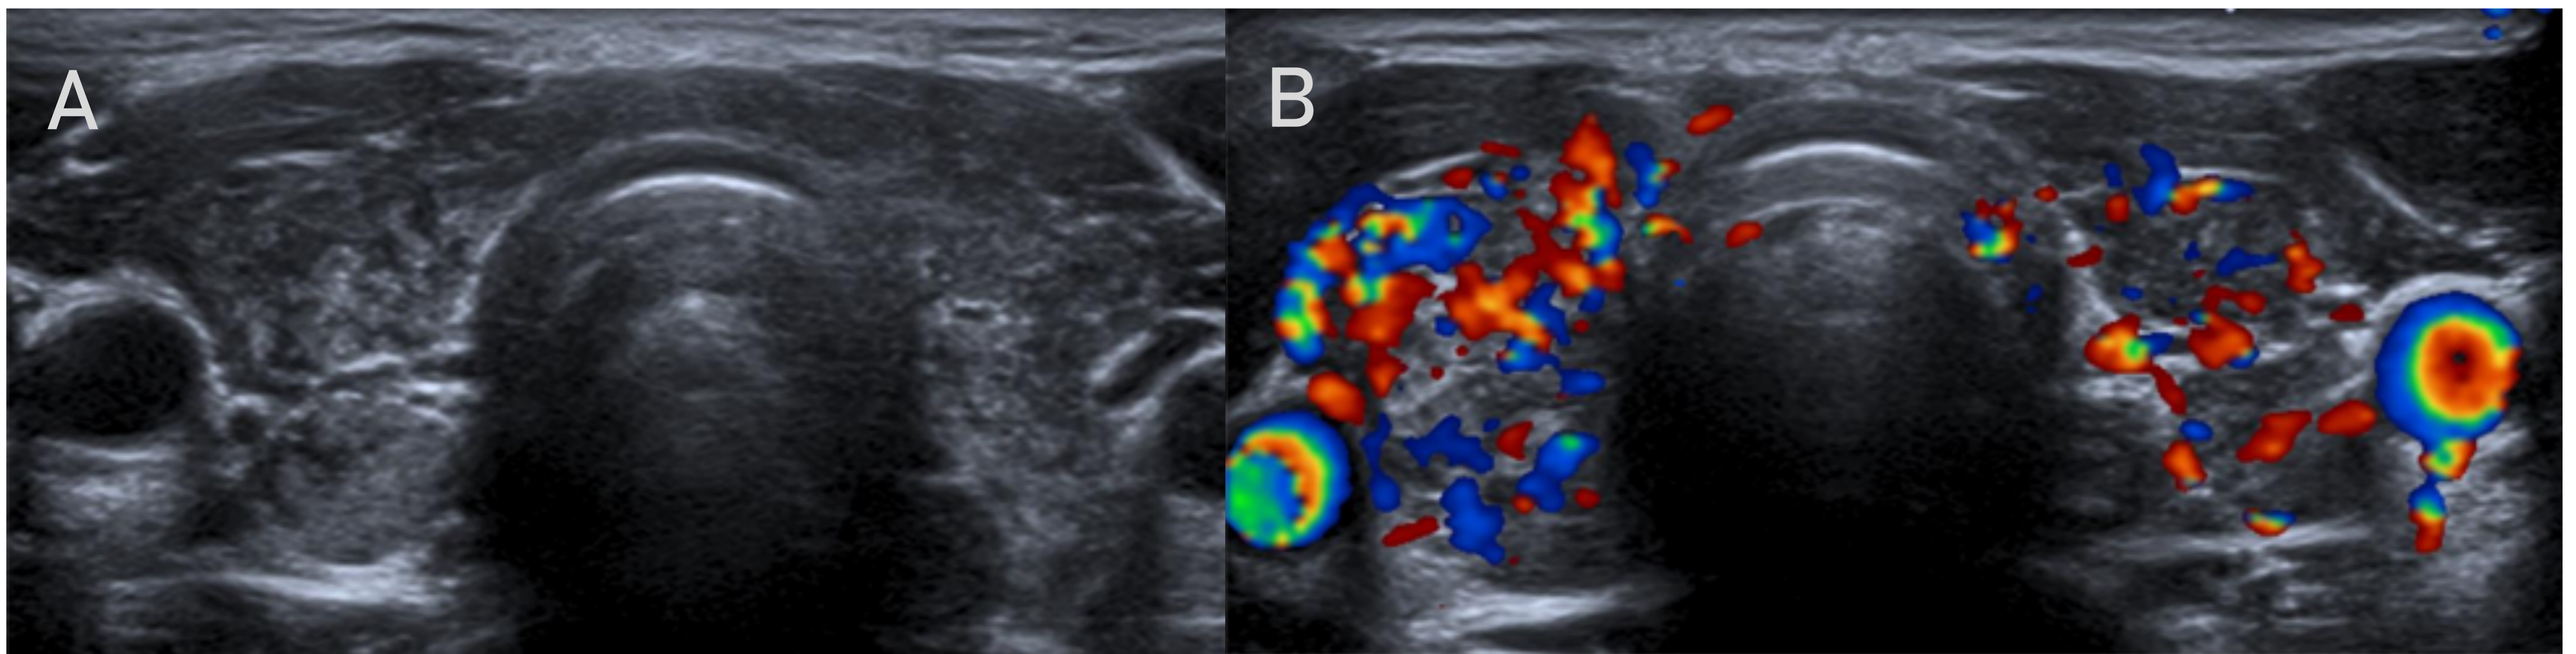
Tiroiditis de Hashimoto. (A) Tiroides de tamaño normal pero con una ecoestructura heterogénea de forma difusa, con múltiples micronódulos hiper e hipocogénicos rodeados por bandas lineales hiperecogénicas. (B) En el estudio Doppler se observa una vascularización muy aumentada que nos recuerda al “infierno tiroideo” de la enfermedad de Graves-Basedow.
